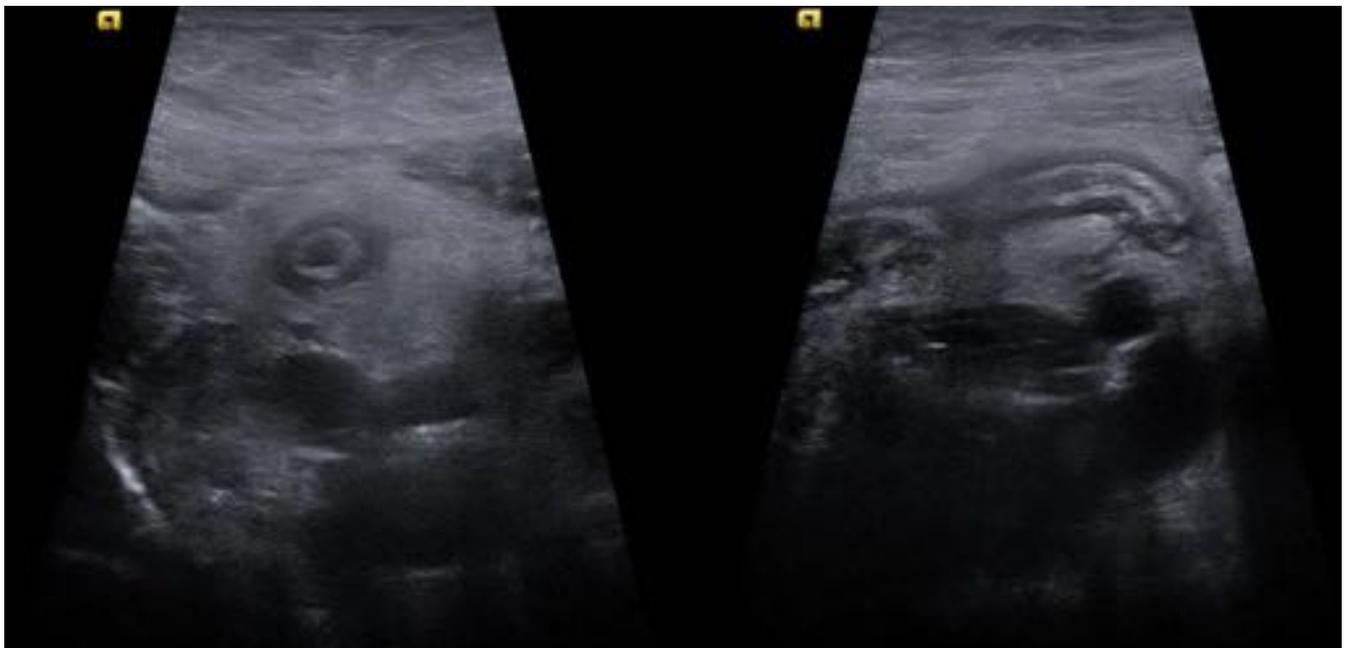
Niña, 13 años. Dolor pélvico de 24 horas de evolución focalizado en FID con fiebre y leucocitosis. Ecografía pélvica focalizada en FID donde se observa una estructura tubular en fondo de saco con base en el ciego compatible con el apéndice vermiforme que se encuentra engrosado (>6mm). Marcada afectación de la grasa circundante. Diagnóstico de apendicitis aguda.
